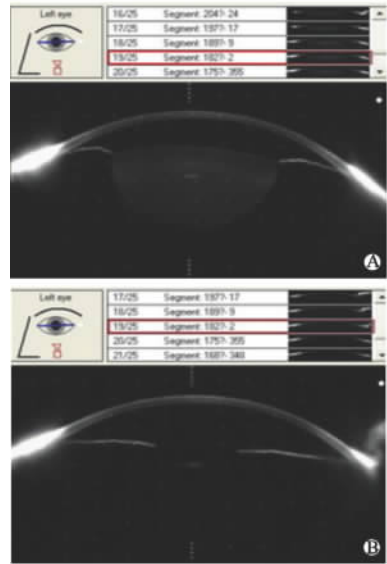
超声乳化术前(A)和术后(B)左眼 Pentacam 图像
